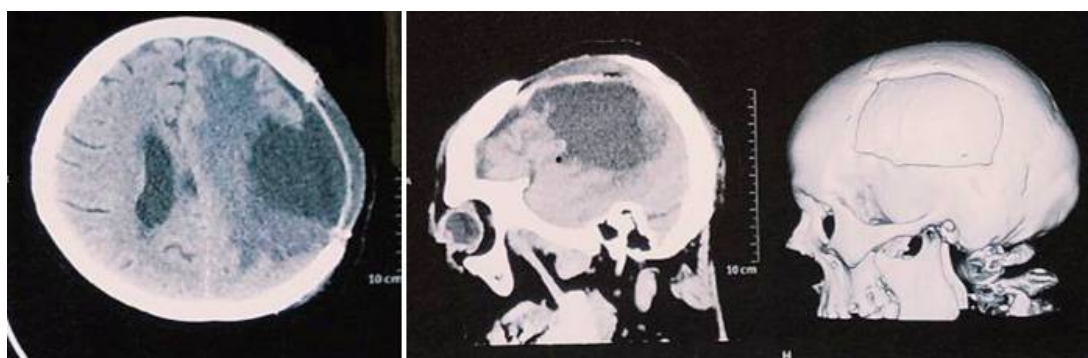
На контрольной КТ головного мозга удаление опухоли и ранние послеоперационные изменения.
